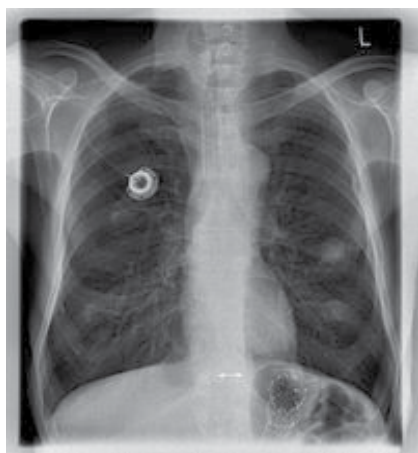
Sulla radiografia del torace è visualizzato il serbatoio del Port, posizionato nel sottocute della zona sotto-claveare dx. Il catetere arriva nella vena cava superiore.
